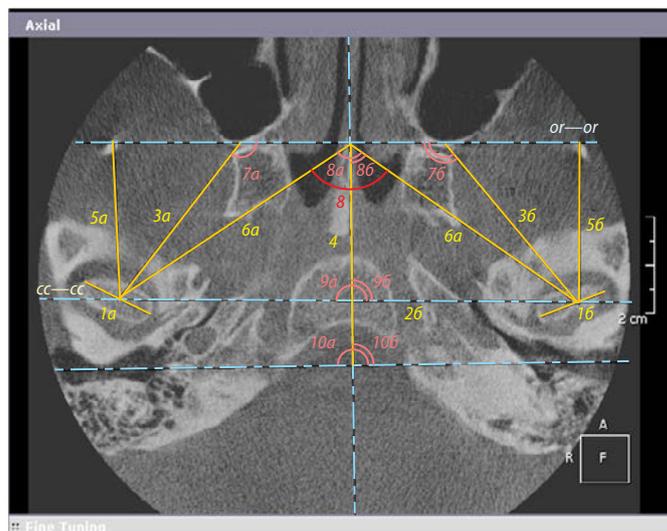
КТ ВНЧС в аксиальной проекции
